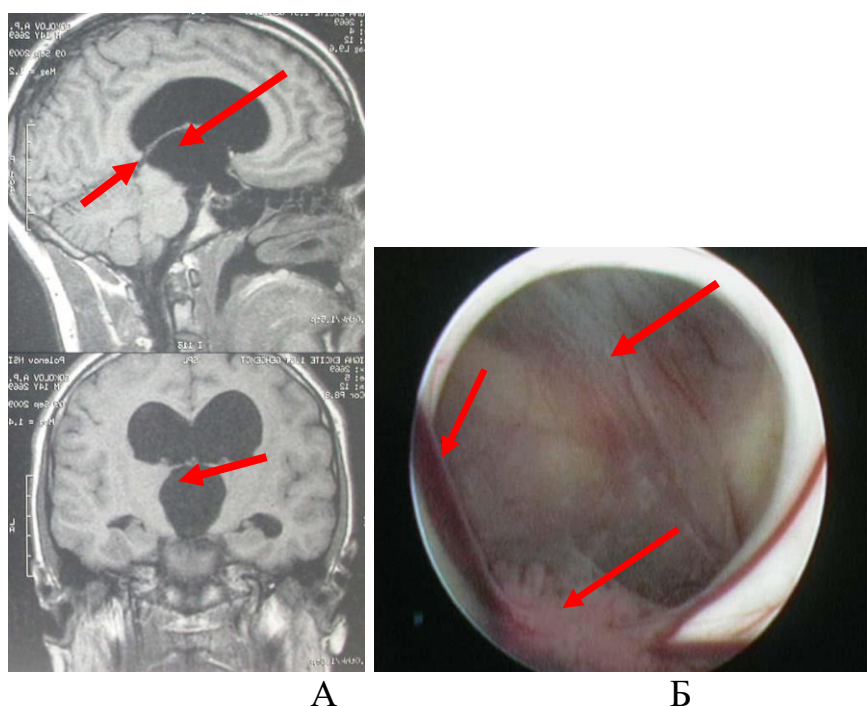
Киста III желудочка. Наблюдение № 17. Больная К., 2 года, история болезни №1766-09. А — МРТ головного мозга до операции (киста указана стрелками); Б — интраоперационное фото. Эндоскоп расположен в правом боковом желудочке. Киста, септальная вена, сосудистое сплетение (указаны стрелками)
